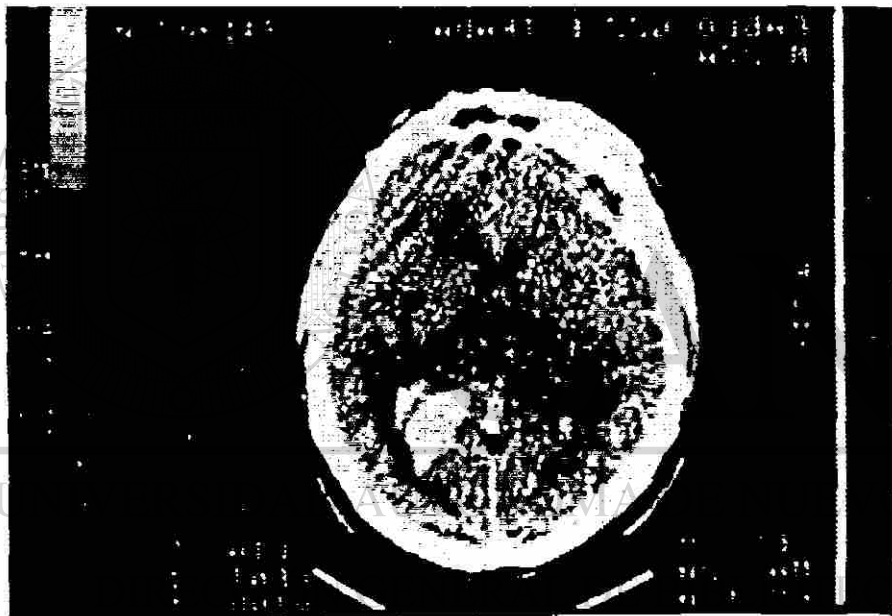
Paciente 2. TAC preoperatorio simple de cráneo que muestra un hematoma intraoccipital izquierdo extendido a ventrículo.
